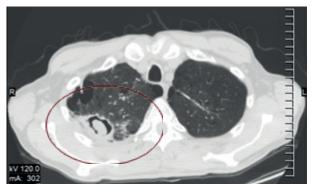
Компьютерная томография органов грудной клетки от 09.11.2019 г., фронтальный и аксиальный срезы в легочном «окне». В первом сегменте правого легкого виден типичный «грибковый шар» с симптом «воздушного полумесяца»
